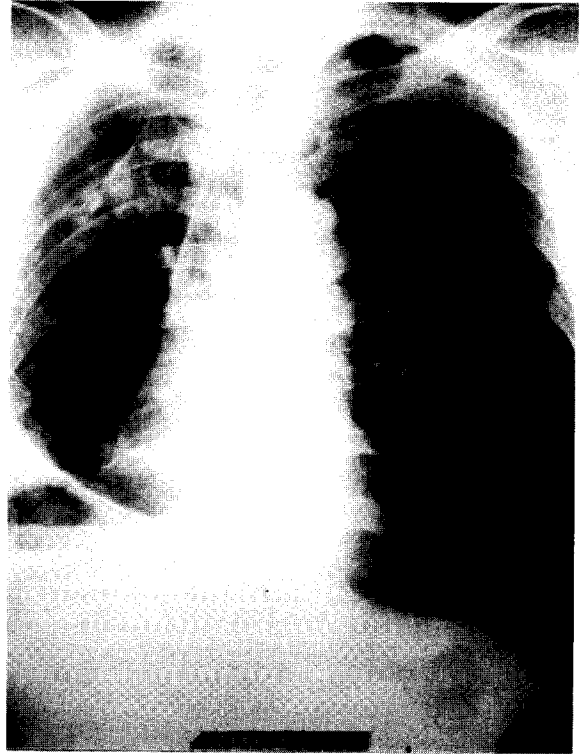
Postoperative chest X-ray after removing chest tube. No interval change of dead space, but airleak is ceased. Rt.lower pleural thickening is seen.
